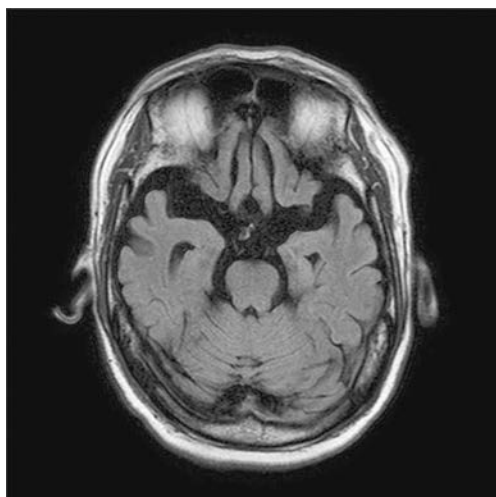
症例1の脳 MRI (FLAIR 像)：特に急性期病変なし。
